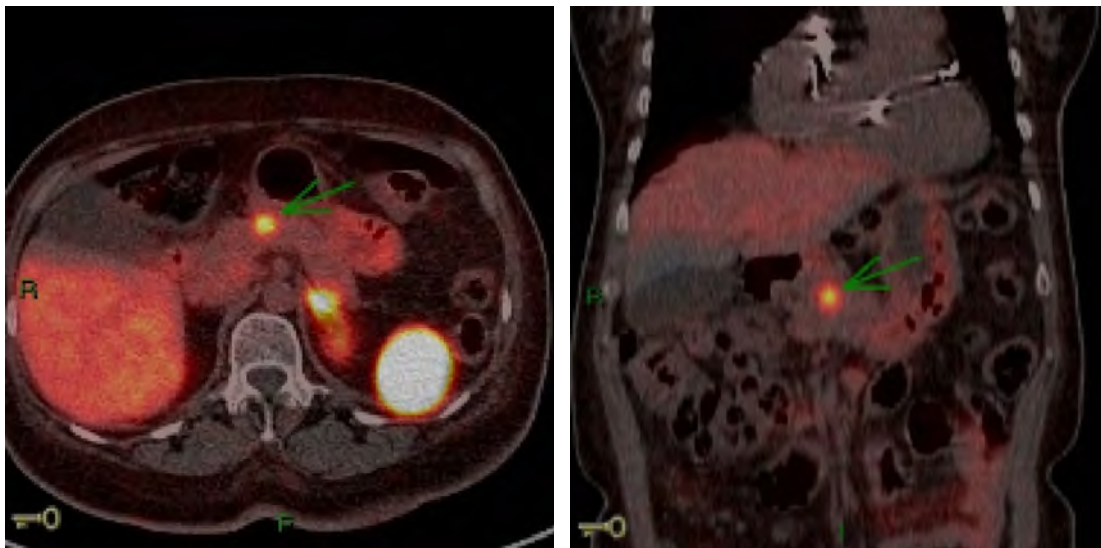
Expresión focal e intensa de receptores de somatostatina en el aspecto proximal del cuerpo del páncreas, representado en la TC de baja dosis como una lesión hipodensa de aspecto tumoral, mal definida, SUVmax de 16.3 y Krenning 3
